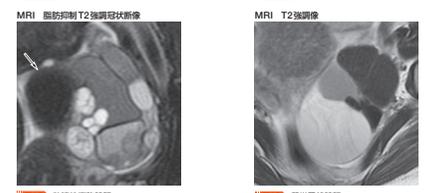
40代 月経困難あり、超音波検査にて指摘
